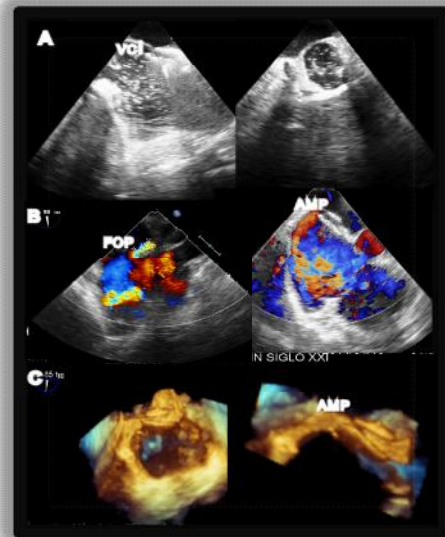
A. Valoración ecocardiográfica de la colocación del dispositivo ocluser comparando con Xplane, no exista desprendimiento de trombo a la inyección de contraste en la aurícula izquierda. B. Imágenes por doppler color antes y después del cierre del FOP. C. Imagen de ecocardiograma transesofágico 3D observando adecuada alineación del septum interatrial en relación al Amplatzer PFO (AMP). (VCI : Vena cava inferior)
